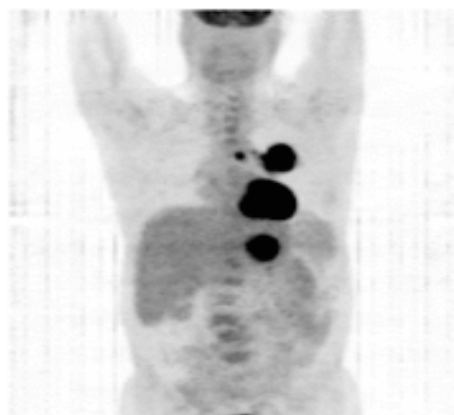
Imagine PET cu ^{18}F FDG: neoplasm pulmonar primar (lob superior stâng) cu metastaze (paratraheal și în lobul hepatic stâng)
